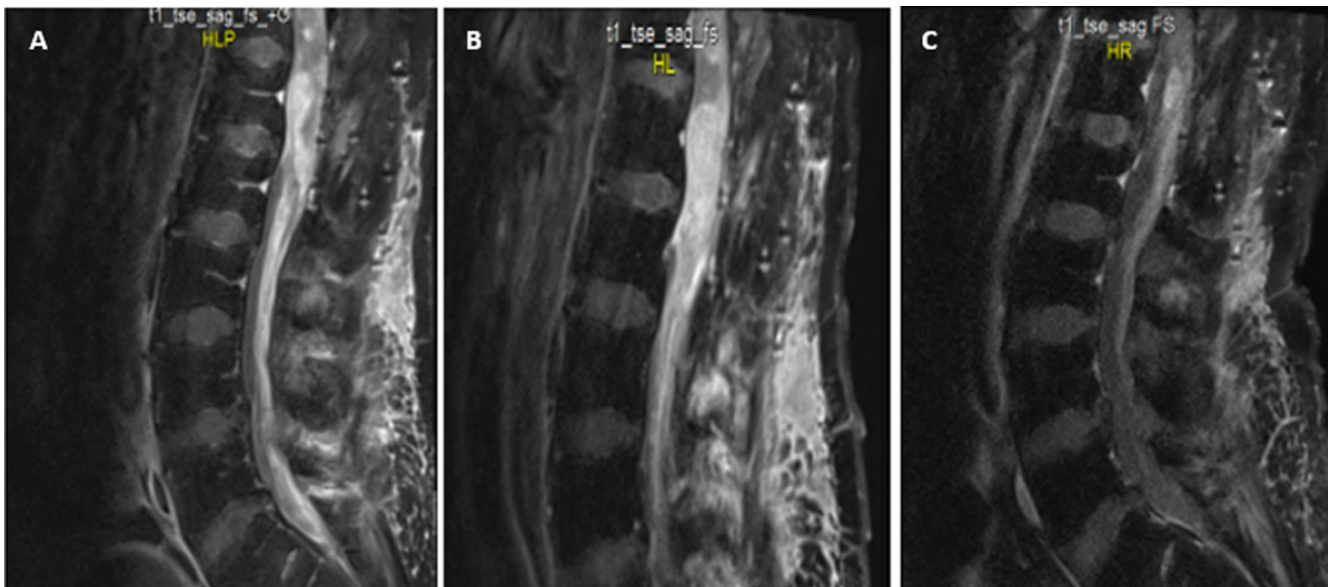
T1 contrast enhanced sagittal magnetic resonance images of thoracolumbar region of the patient. A) Recurrent heterogeneously contrast enhanced lesion at the level of T12-L5 obliterating the thecal sac, before radiotherapy (RT) and temozolomide (TMZ). B) Same lesion with an increase in lesion size after RT and TMZ therapy C) Nearly total response of the tumor after 14 cycles of bevacizumab therapy with loss of contrast enhancement of the tumor
